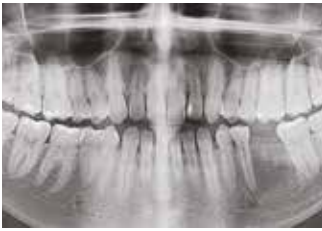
Ортопантомограмма через 6 месяцев перед забором кости и установкой имплантата
